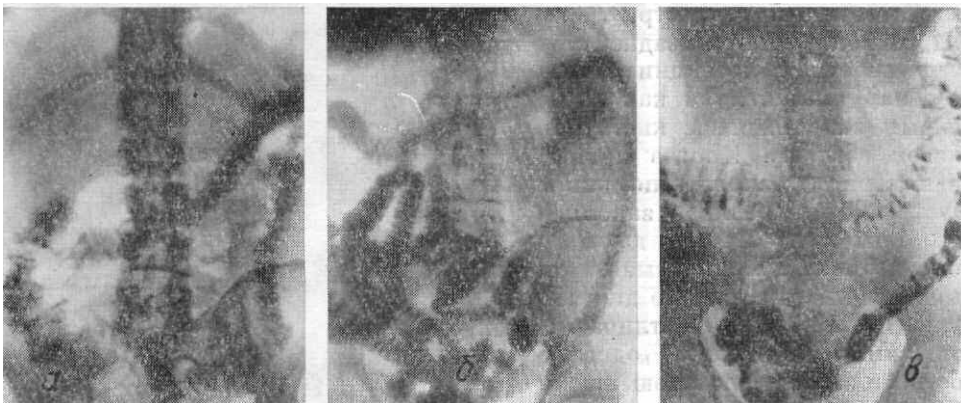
Рентгенограмма толстой кишки в прямой передней проекции. Варианты типов складок слизистой оболочки толстой кишки: а — крупнопетлистый рельеф; б, в — мелкопетлистый рельеф.
